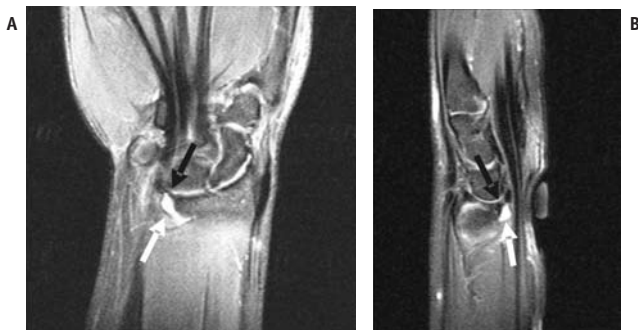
RM do punho no plano coronal (A) e sagital (B), ponderadas em T2 com saturação de gordura. Na topografia do marcador cutâneo (local de dor referido pelo paciente), observa-se pequena formação cística de provável natureza sinovial (setas brancas), junto a afilamento da face volar da FCT, inferindo alteração degenerativa/lesão (setas pretas).
